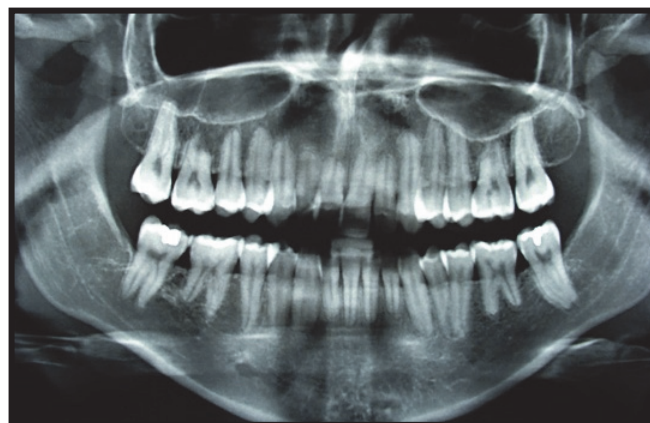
Radiographie panoramique d'une patiente présentant une ventilation buccale jamais réduite, malgré cinq ans d'orthodontie, et qui consulte pour une récurrence d'encombrement. Notons la présence de résorptions radiculaires généralisées (10)
